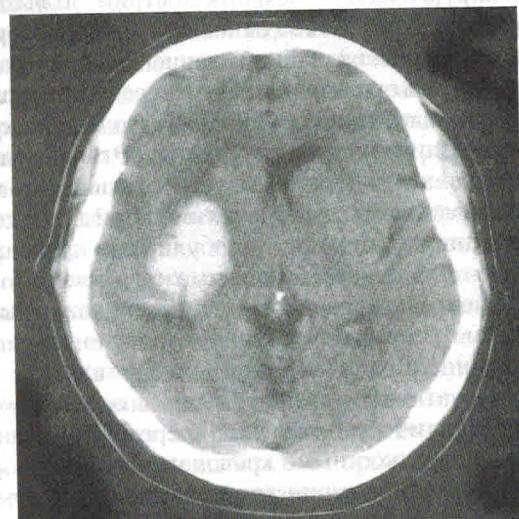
КТ головы без использования контраста: кровоизлияние в базальные ганглии справа
